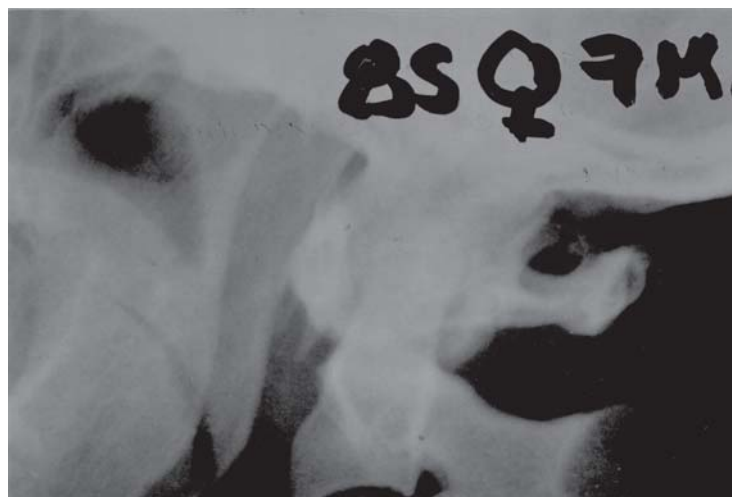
Radiografia em perfil mostrando subluxação rotatória C1-C2. O componente rotacional mascara o afastamento do atlas ao axis.
